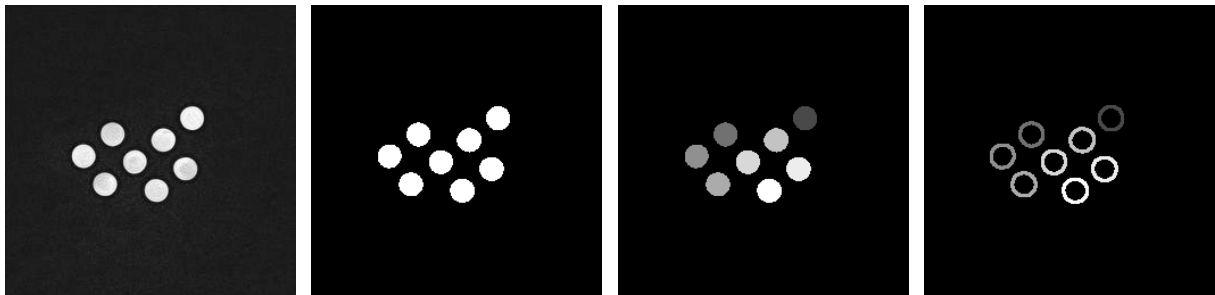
Aus den MRT-Aufnahmen der Kalibrierkugeln lassen sich die Kugeloberflächen mit dem Binarisierungsverfahren von Otsu segmentieren. Anschließend werden die zusammenhängenden Bereiche identifiziert und schichtweise ihre Konturen bestimmt. Diese werden dann verwendet, um eine Kugel zu bestimmen, wobei ein Verfahren verwendet wird, das fehlerhafte Punkte erkennen und ausschließen kann.
